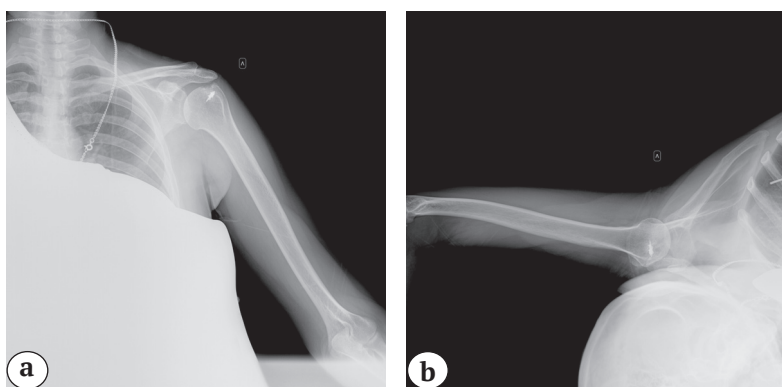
Рентгенограммы в прямой (a) и аксиальной (b) проекциях плечевого сустава. Визуально определяется частичная перестройка трансплантата и отсутствие признаков нестабильности якорного фиксатора
